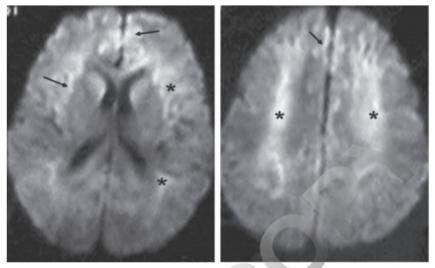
RM en secuencia de difusión. Anoxía cerebral que evolucionó a un estado vegetativo. Los asteriscos indican las lesiones de la sustancia blanca, y las flechas, las lesiones corticales.
